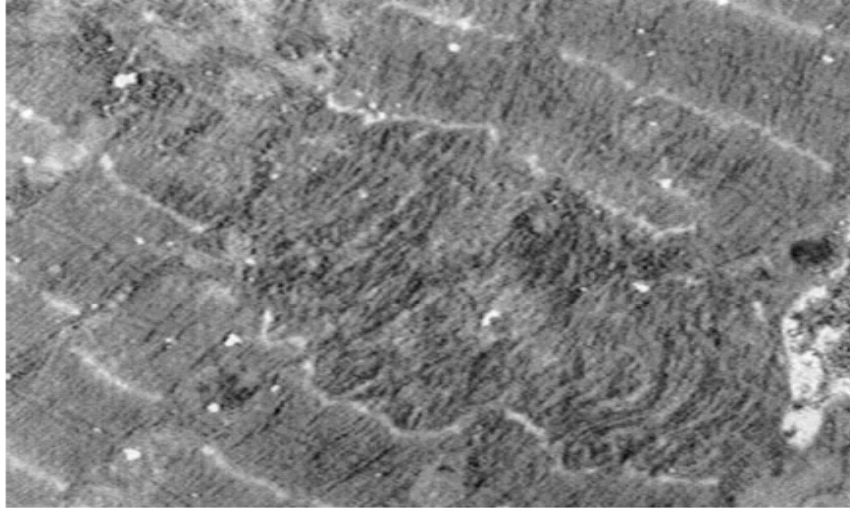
Micrografide İki Sarkomerin Z Bandında Meydana Gelen Hasar ¹⁷
